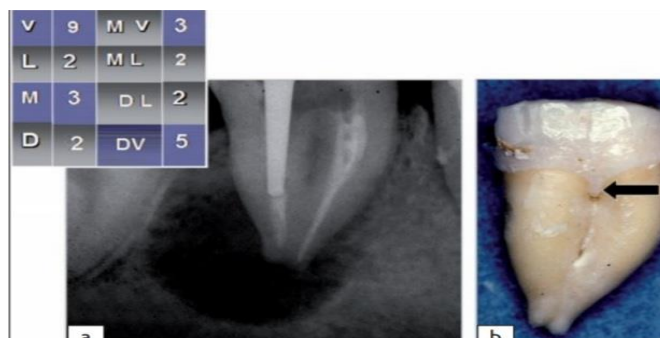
A. radiographie d'une molaire révèle la présence au niveau apicale d'une lyse osseuse importante et d'un sondage de l'espace inter radriculaire .B : Un lambeau d'exploration avait mis en évidence la présence d'une coulée de l'émail, comme la montre la flèche. (2)
